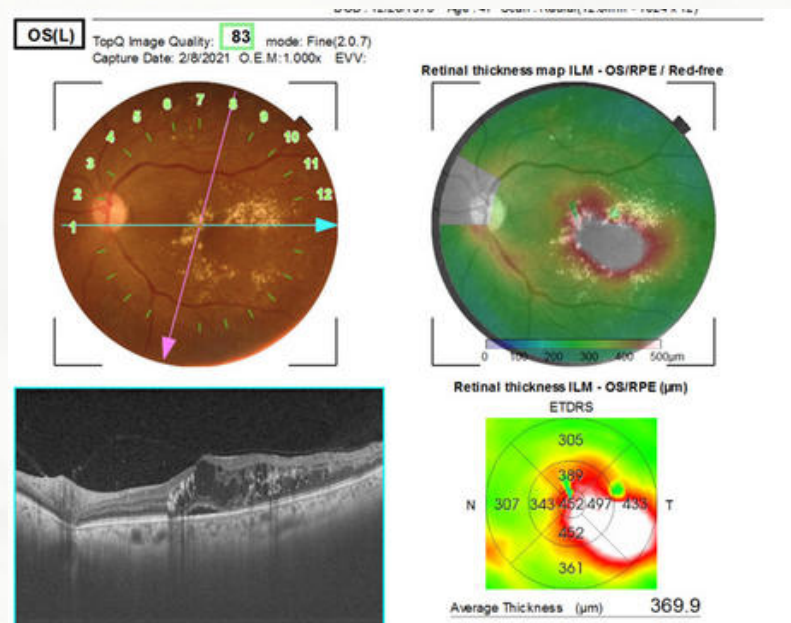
Fig Arriba: Foto clínica de polo posterior de ojo izquierdo; en donde se observan los exudados duros en la región foveal. Abajo: Imagen de Tomografía de Coherencia Óptica; donde se observan la pérdida de la depresión foveal a expensas de líquido intra y sub retiniano sub foveal, así como, lesiones hiperreflécticas que corresponden a los exudados. Edema macular con involucro foveal.
